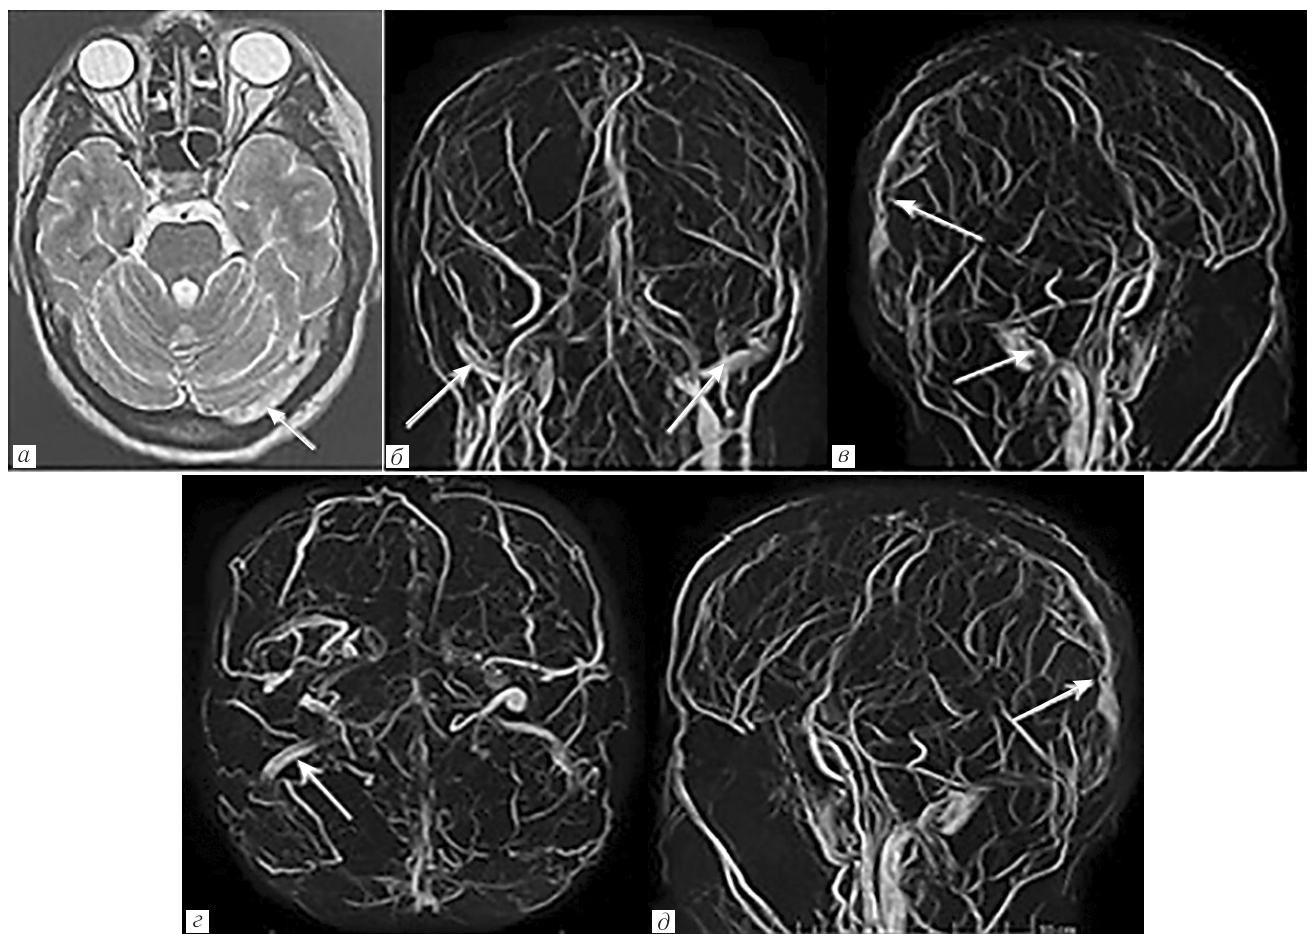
МР-венография пациентки Н. до лечения. Изменение головного мозга у пациентки по данным МРТ-исследования (томограф 1,5 Тл) — а и МР-венографии — б, в, г, д до получения полного курса терапии. На нативном T2-взвешенном изображении (а) получен гиперинтенсивный сигнал от левого поперечного синуса, тромбоз. На МР-венографии сохранен кровоток в правом и левом сигмовидных синусах (б, в, г). Потеря сигнала от поперечных синусов. Верхний сагиттальный синус прослеживается фрагментарно в задней трети (в, д), в остальных отделах не прослеживается. Отмечаются признаки синус-тромбоза
